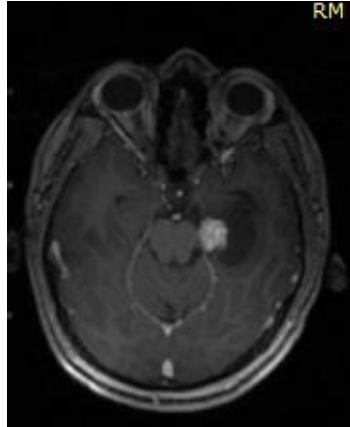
Vista ortogonal axial de una imagen de RM del cerebro.
